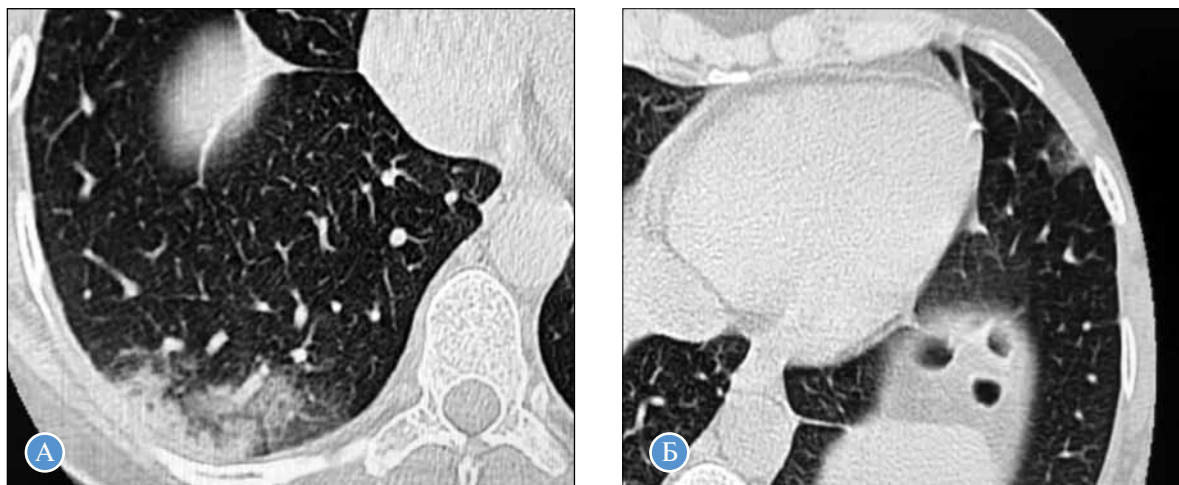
Фрагменты компьютерных томограмм органов грудной клетки, нативное исследование, аксиальная проекция: А — инфильтративные изменения в нижней доле правого легкого, окруженные зоной по типу «матового стекла»; Б — участок снижения воздушности по типу «матового стекла»
